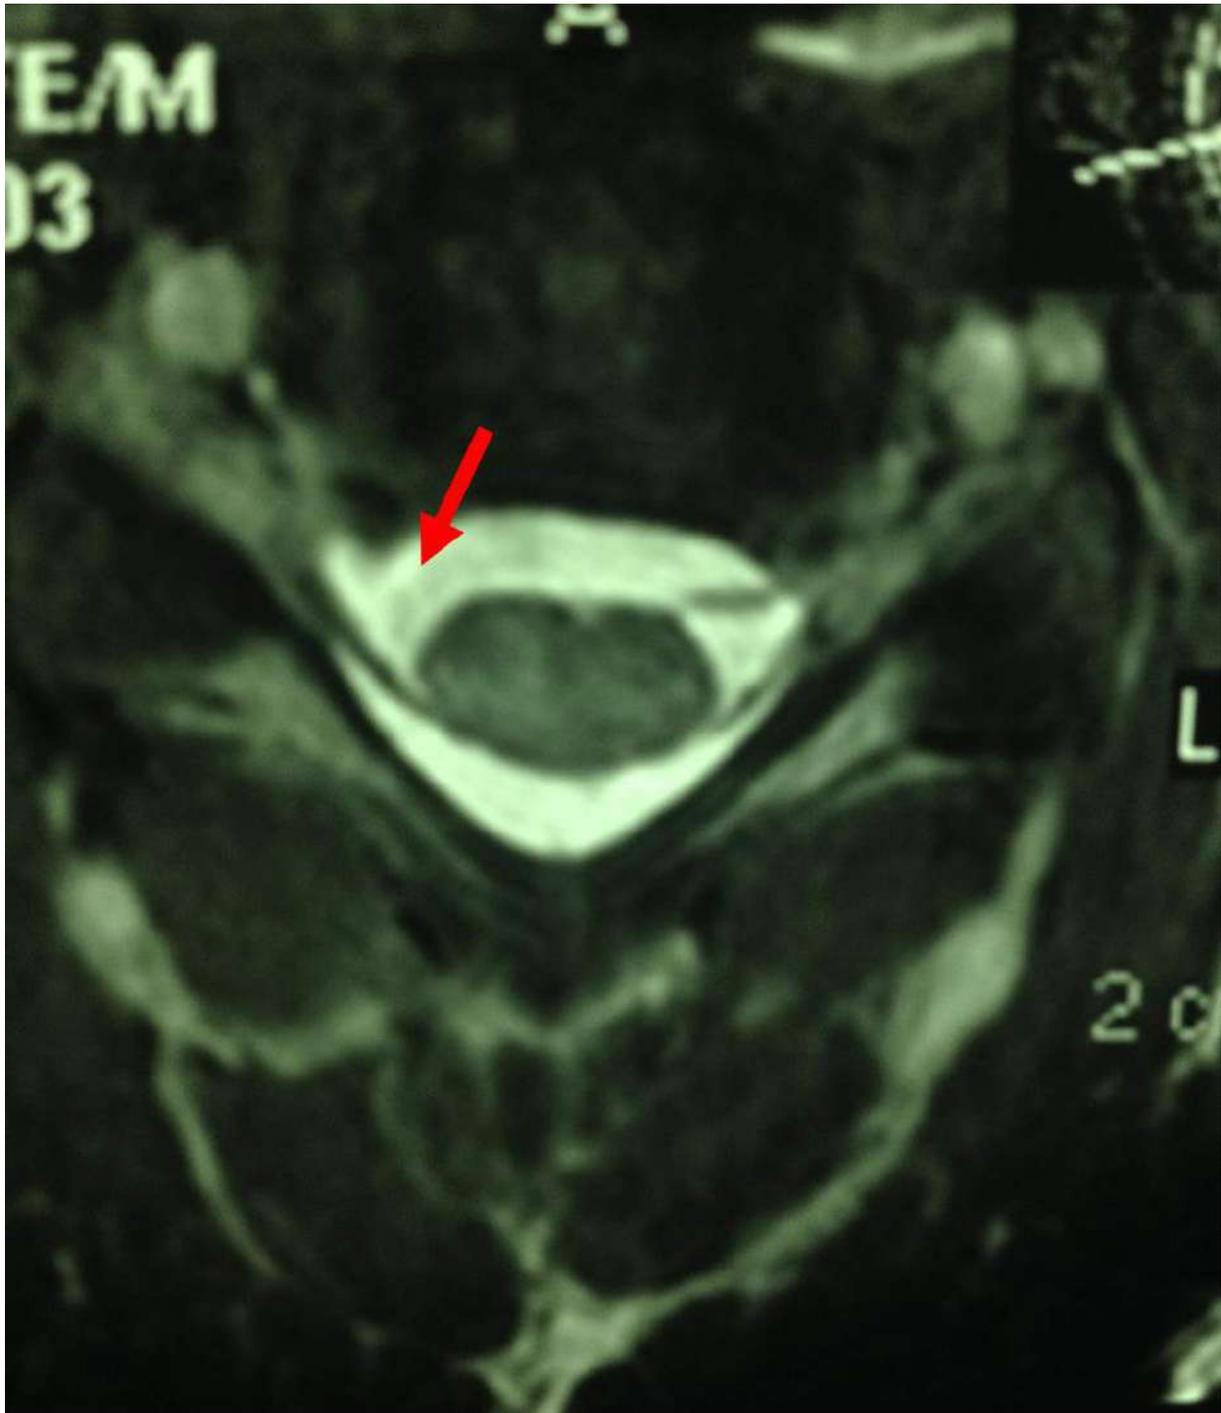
Ressonância magnética com avulsão da raiz motora direita.
